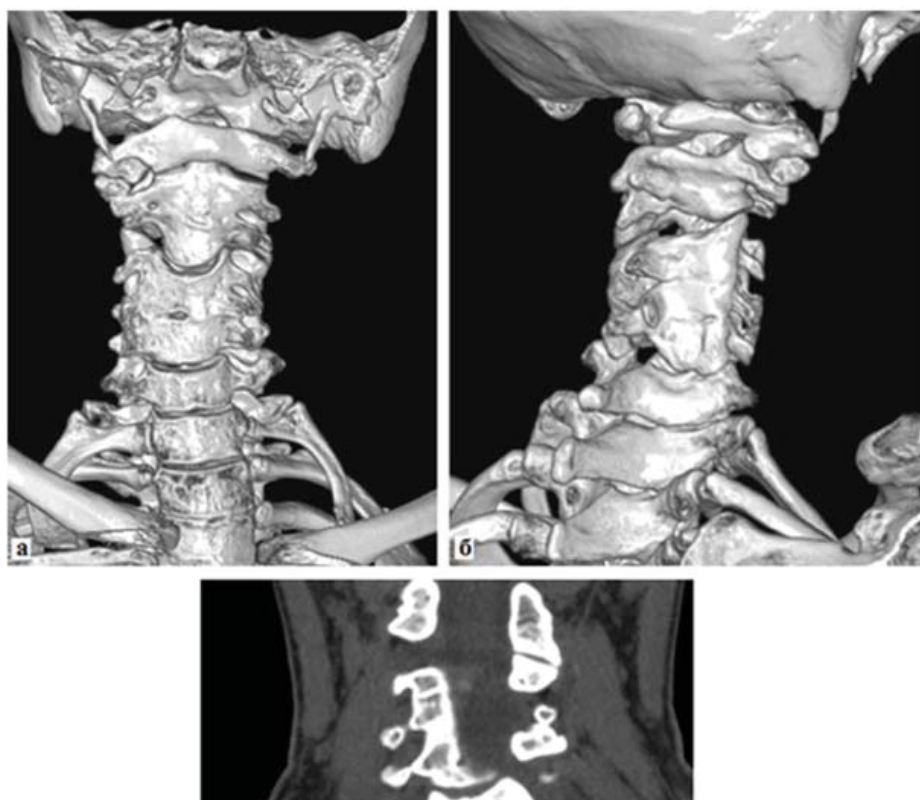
Пациентка Б., 32 лет. СКТ шейного отдела позвоночного столба и основания черепа: а — вид спереди (SSD изображение оттененных поверхностей), б — вид сзади и справа (SSD изображение оттененных поверхностей), в — фронтальная MPR-реформация.
